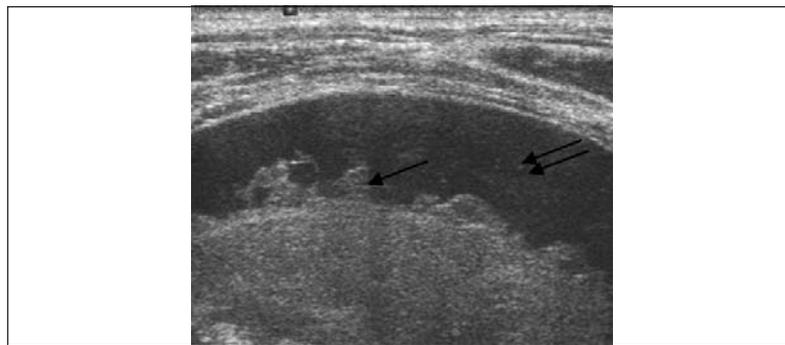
Ultrasonografía de otro paciente demostrando septaciones en la superficie pulmonar (flecha) y derrame ecogenico (doble flecha).
